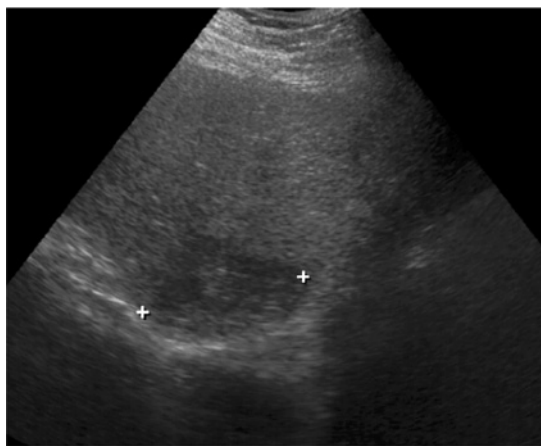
Abdominal ultrasonography. The abdominal ultrasonography showed a heterogeneous hepatomegaly, with no focal lesions.
